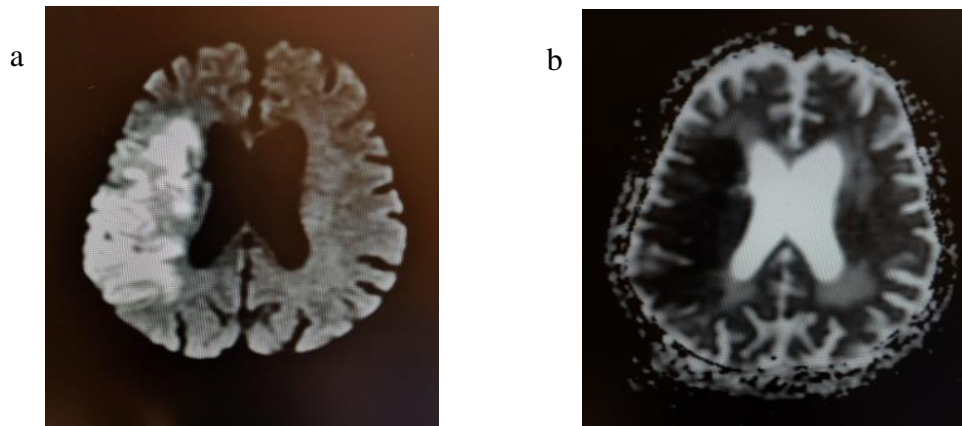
a-b IRM cérébrale en coupes axiales :
